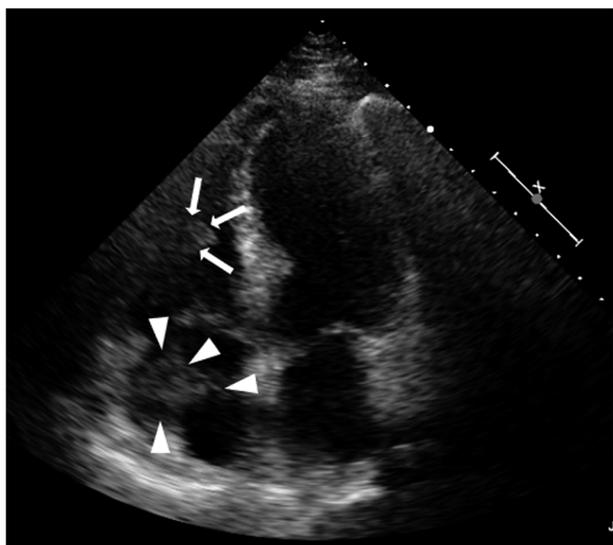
A preoperative echocardiogram showing the tumor in the right atrium (arrow heads) and right ventricle (arrows).
